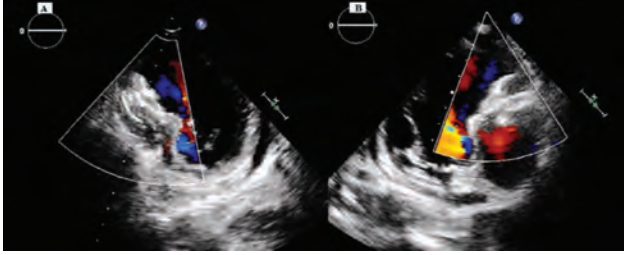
Echocardiographic image of closed VSR.
